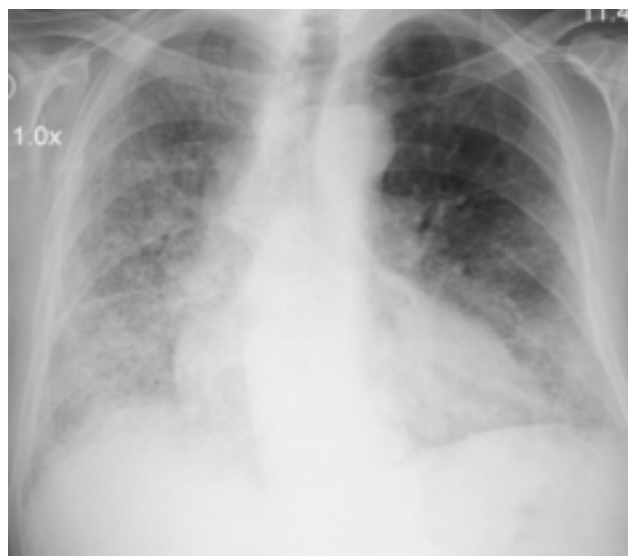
Radiografía de Tórax. Muestra un patrón intersticio-alveolar difuso bilateral a predominio de pecho.
